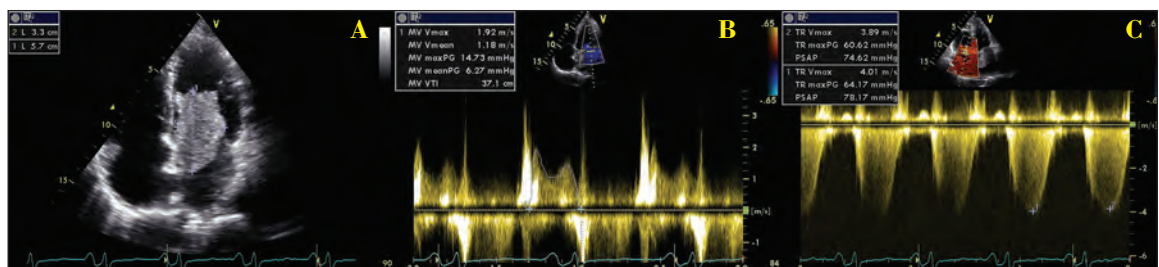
A - plano de apical 4C onde se observa a volumosa massa aparentemente apensa ao septo interauricular a fazer protusão sobre a válvula mitral em diástole; B - Traçado Doppler espectral do fluxo de enchimento do ventrículo esquerdo, evidenciando padrão obstrutivo. C - Traçado Doppler espectral do jacto de regurgitação tricúspide com medição da pressão sistólica na artéria pulmonar -74 mm Hg.
